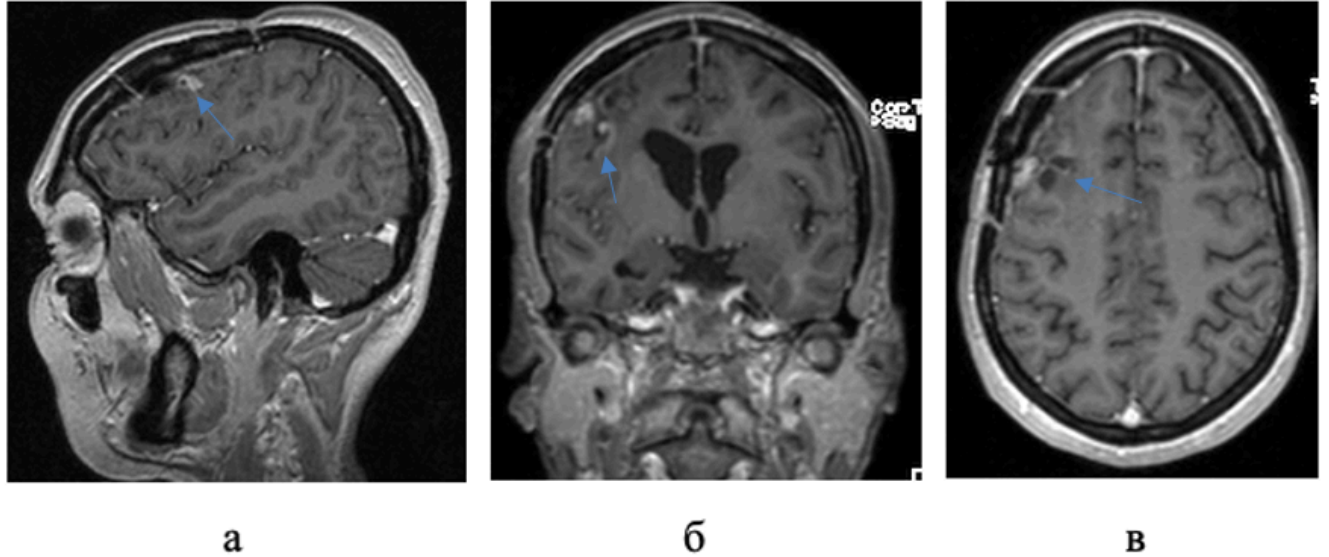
МРТ головного мозга с контрастным усилением (26.03.2018г): а – сагиттальная проекция, б – коронарная проекция, в – аксиальная проекция. Определяется образование в правой лобной доле размерами 26x15x14 мм. Рецидив заболевания
